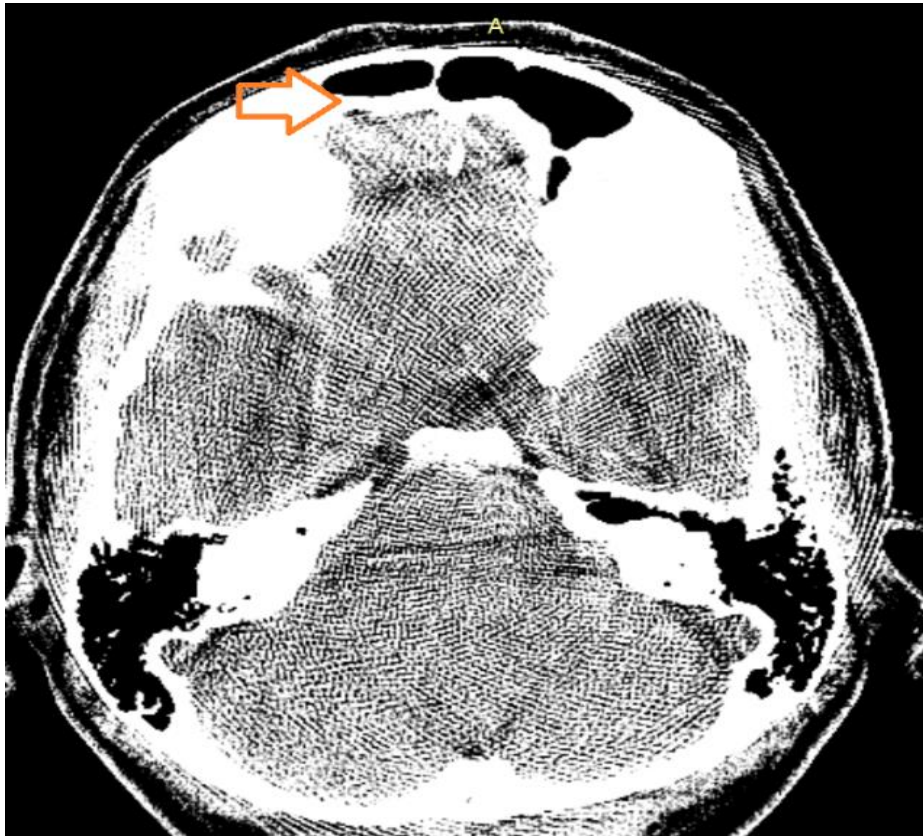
Права та ліва лобові пазухи. Гіпоплазія лобової пазухи зліва (позначено стрілкою). СКТ, аксіальний зріз.
